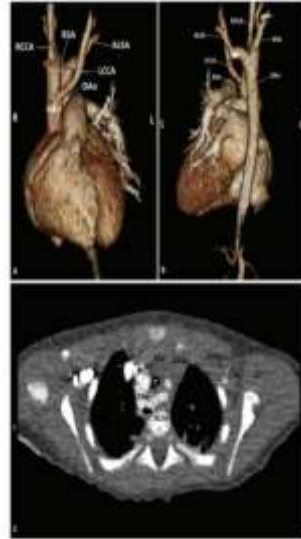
Axial contrast-enhanced CT angiogram (transverse) in a 2-month-old infant with aortic arch anomalies and bilateral aortic arch. The images show the heart and aorta. The top left image is a coronal CT scan showing the heart and aorta. The top right image is a coronal CT scan showing the heart and aorta. The bottom image is an axial CT scan showing the heart and aorta.
